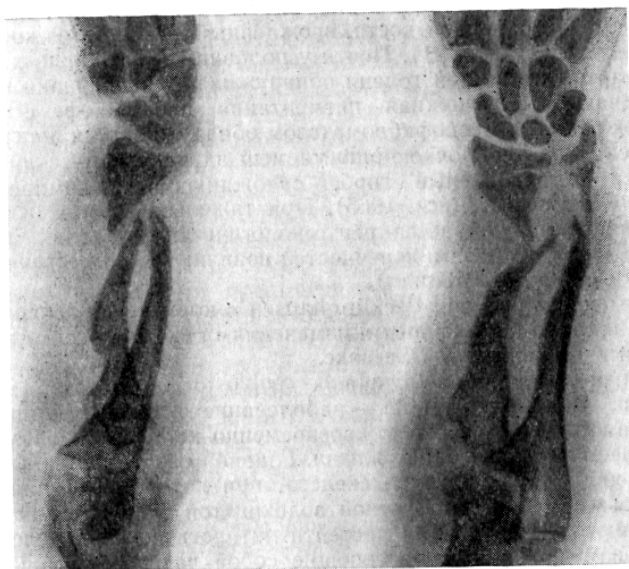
Врожденный псевдартроз предплечья при неврофиброматозе. Рентгенограмма
